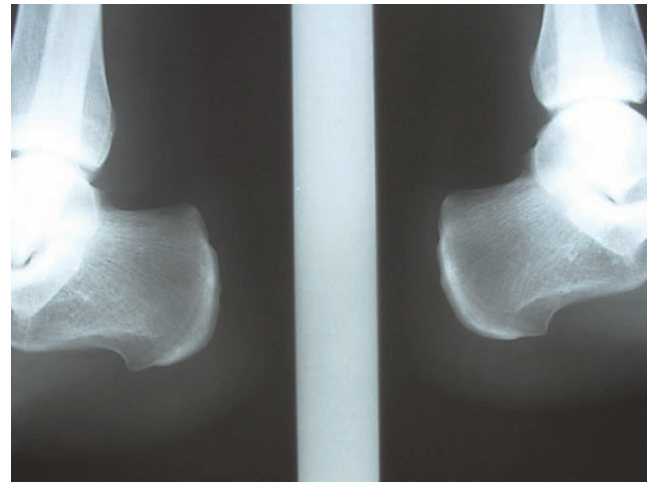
Radiographie du pied de profil en charge montrant l'hyperthrophie de la tubérosité postéroexterne du calcaneum
